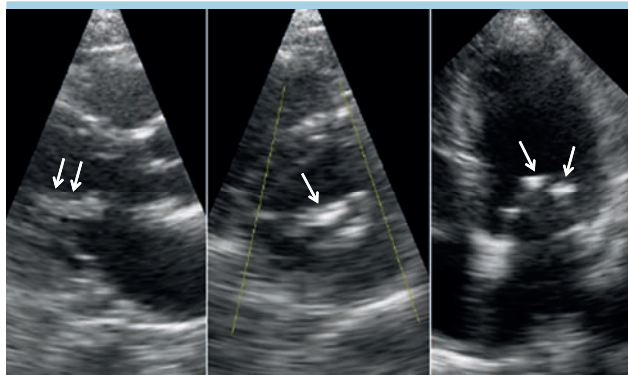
Sezione parasternale asse-lungo (a sinistra), asse-corto (a centro) e apicale 4-camere (a destra) di un paziente con valvulopatia reumatica. Le frecce indicano le zone di marcato ispessimento dei lembi, che colpisce soprattutto il margine libero.
